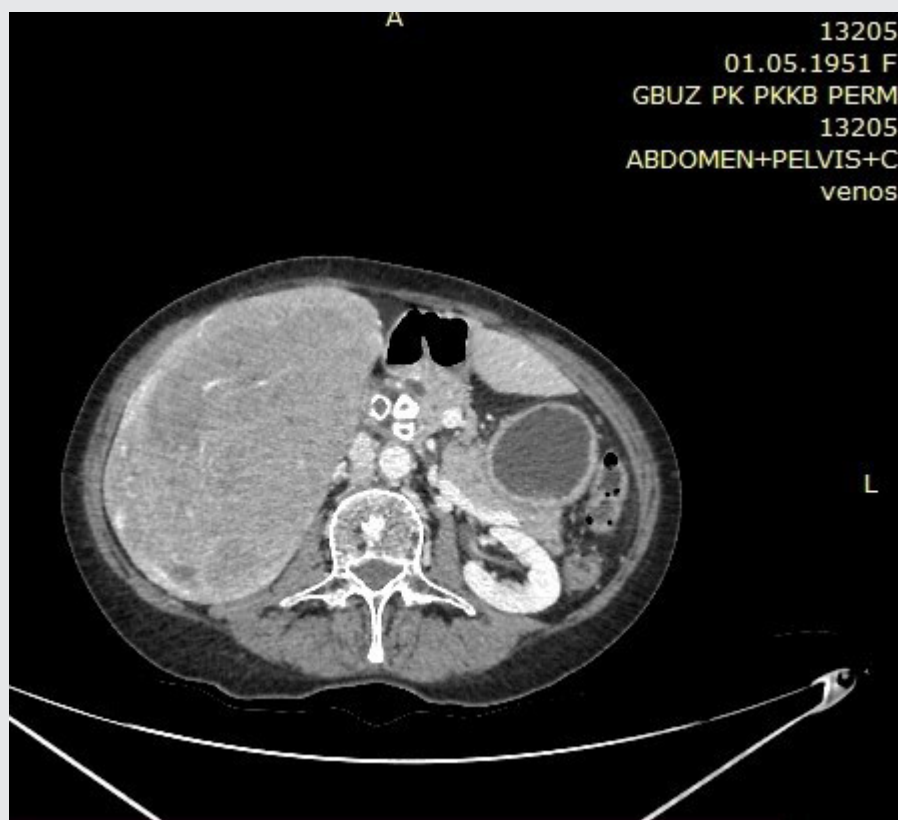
КТ с болюсным усилением. В S5–S6 правой доли печени бугристое, неоднородное, за счет очагов распада, образование, 160х90х131 мм. Плотность опухоли печени в венозную фазу — 88 HU
